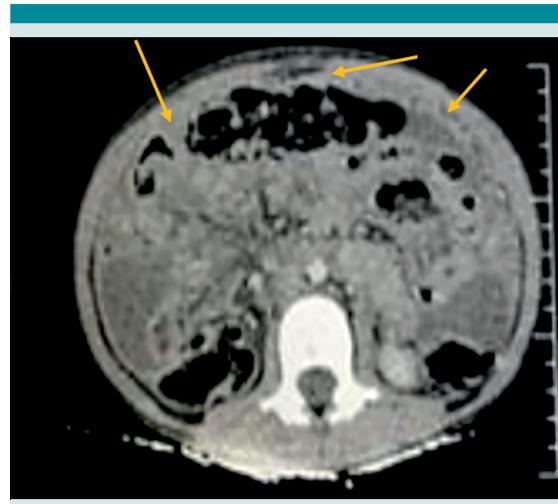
Tomografía abdominal. Engrosamiento difuso del omento mayor del peritoneo.
